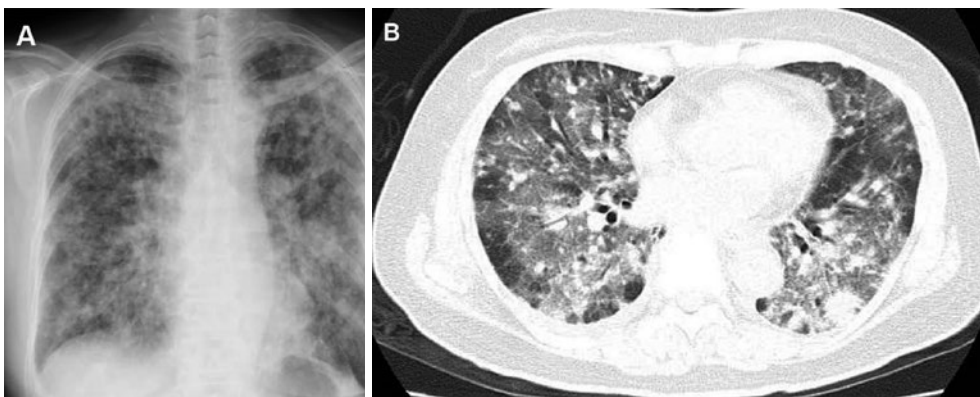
Chest X-ray (A) and chest CT (B) on admission showing multiple nodules and ground glass opacities in the bilateral lung fields.
